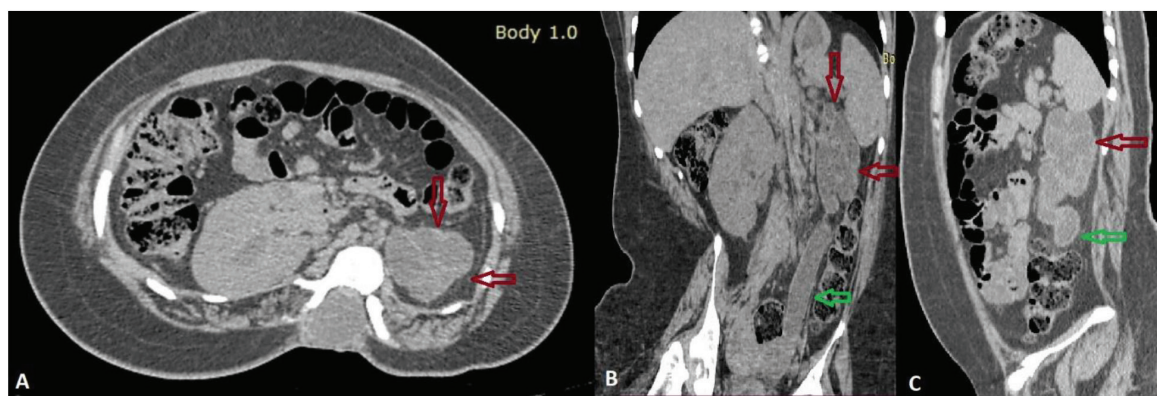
Дівчинка 15 років. КТ органів черевної порожнини та позачеревного простору, нативная фаза. Конкременти в обох нирках не визначаються. А – аксіальний скан; В – коронарний скан; С – сагітальний скан. Гідронефротична трансформація лівої нирки (червоні стрілки). Лівий мегауретер (зелені стрілки)
